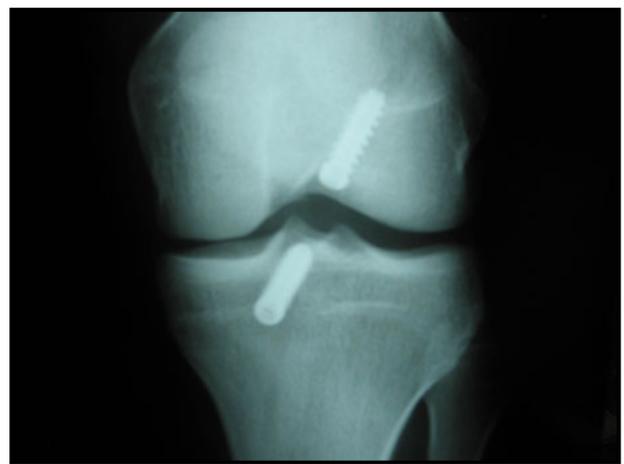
Röntgenbild mit Titanschrauben
